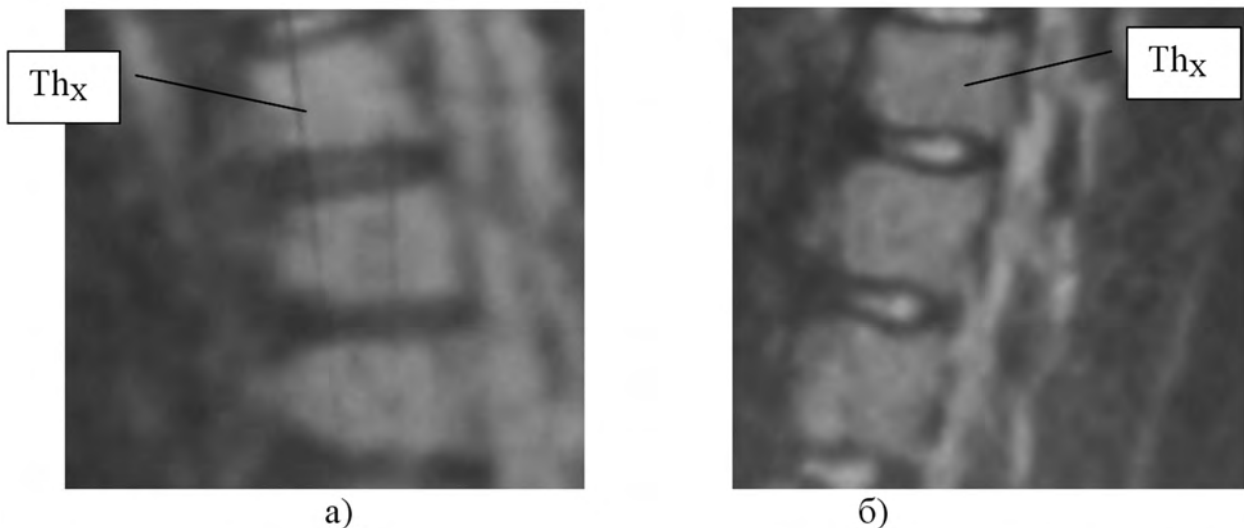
Спондилограмма (КТ) больного М., 13 лет, лечившегося с применением реклинирующих устройств, с компрессионным переломом Th_x позвонка I степени: а) при поступлении в специализированное отделение - клиновидная деформация тела Th_x позвонка со снижением высоты ventральных отделов, расширением межпозвонкового пространства Th_x-Th_{x+1}; б) через 12 мес. после выписки из стационара (полное восстановление высоты ventральных отделов тела Th_x позвонка)
